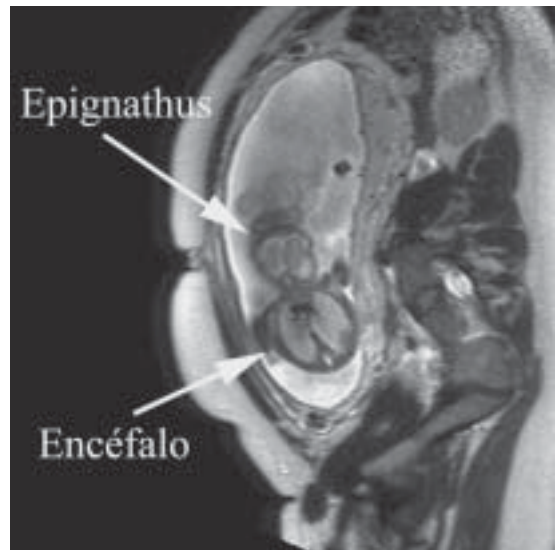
Resonancia nuclear magnética a las 28 semanas de embarazo. Se observa tumor sólido quístico adyacente a la cabeza fetal; confirmó el diagnóstico efectuado por la ecografía. Las flechas indican el epignathus y el encéfalo fetal.
